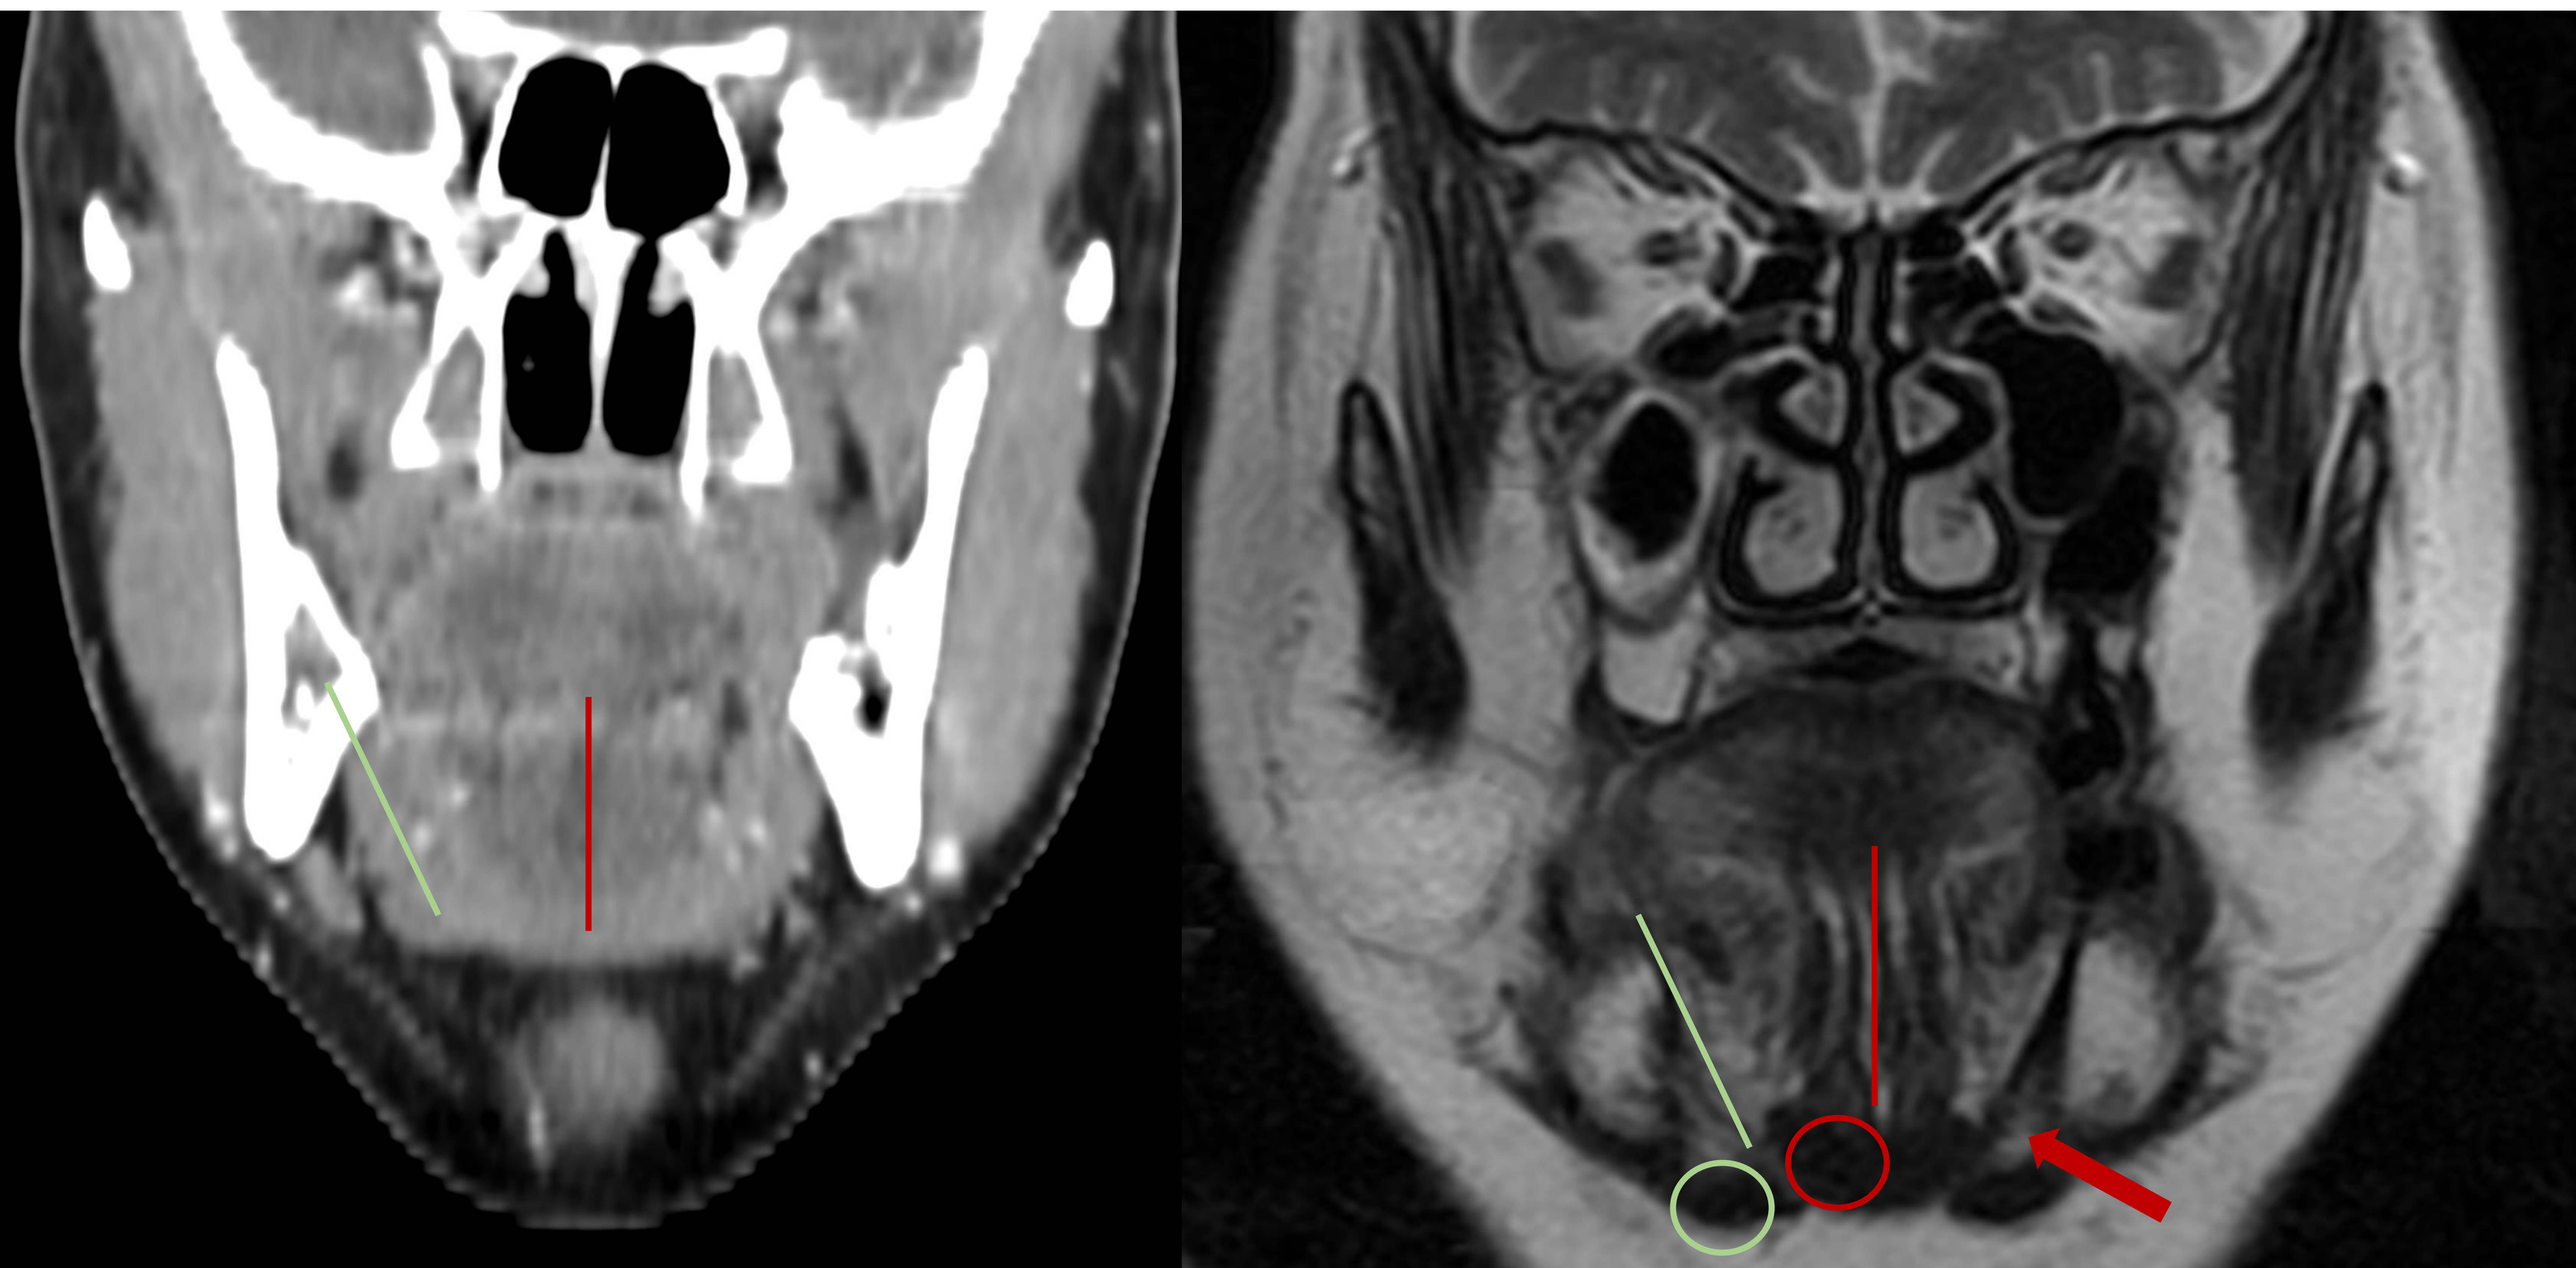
TC coronal en ventana partes blandas (izquierda) y RM coronal secuencia T2 sin contraste (derecha) que muestran la anatomía normal del suelo de la boca. Septo lingual (línea roja), genihioides (círculo rojo), vientre anterior del digástrico (círculo verde), milohioides y espacio submandibular (flecha roja). La RM define mejor el suelo de la boca, al ser un área anatómica de pequeño tamaño formada por numerosas estructuras de partes blandas.
